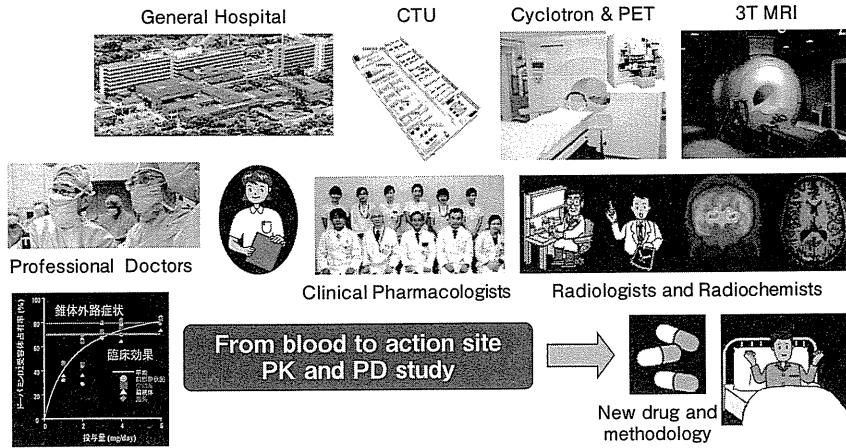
Oita University Advanced Molecular Imaging Center (PET Center)
